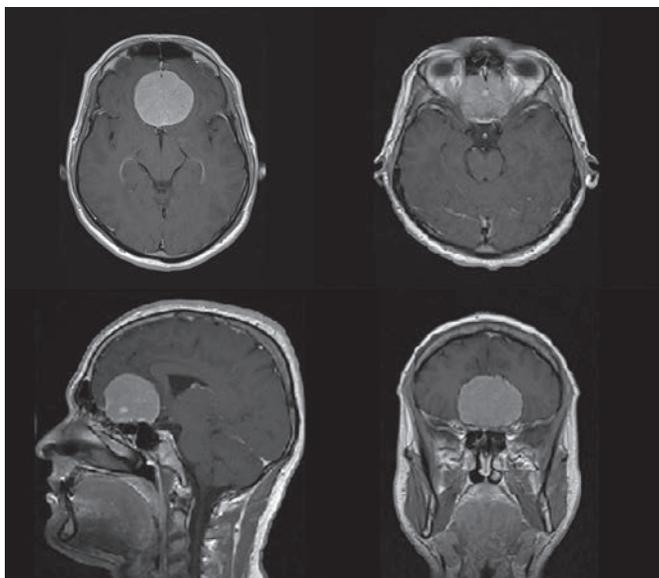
МРТ головного мозга. Менингиома ПЧЯ.
